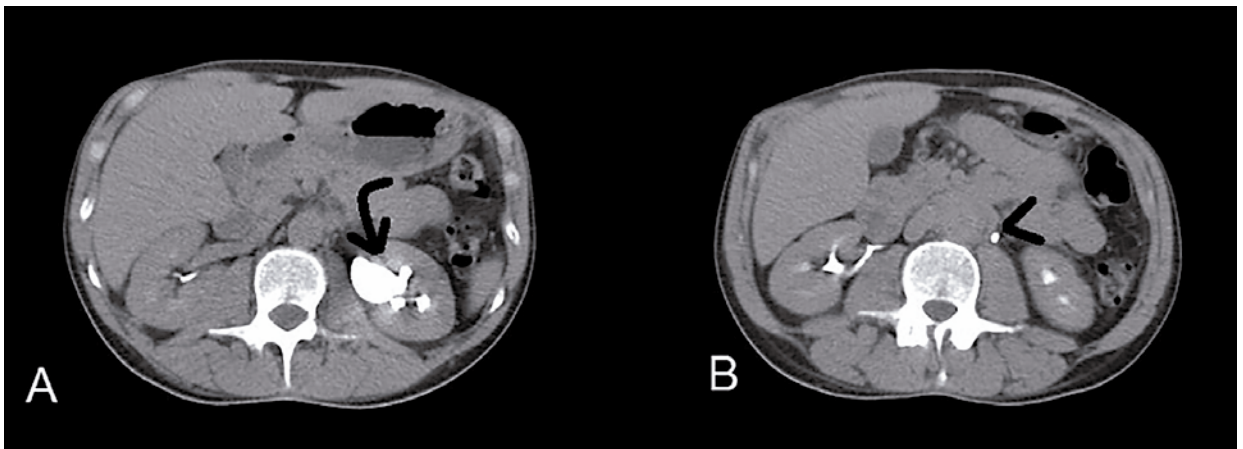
TC con contraste EV en fase excretora, plano axial. A: flecha curva: leve dilatación de pelvis renal izquierda. Punta de flecha: uréter izquierdo en íntimo contacto con la masa periaórtica.
